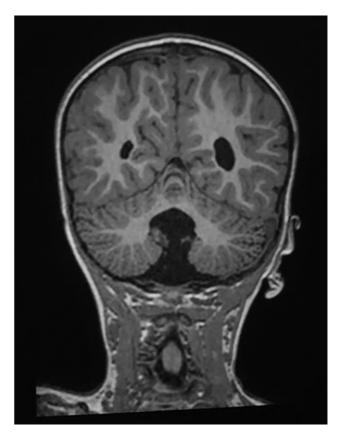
Ressonância magnética mostrando dilatação do quarto ventrículo.
